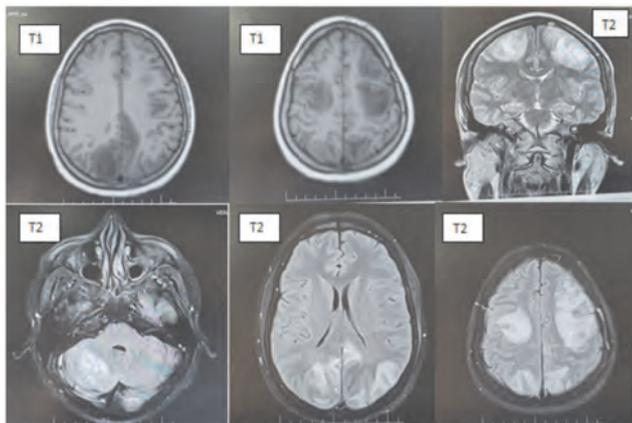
Hallazgos en la RM al diagnóstico de PRES. Presenta extensa afectación frontal, parietal, occipital bilateral y focos temporales y en hemisferios cerebelosos. Presencia de edema subcortical.
